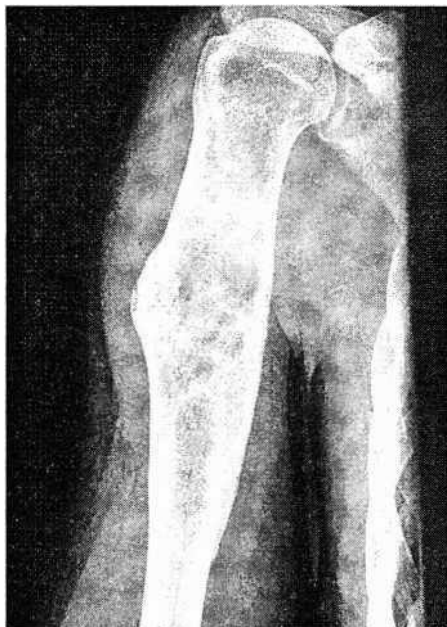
Рентгенограмма плечевой кости. Сросшийся патологический перелом на почве фиброзной дисплазии
